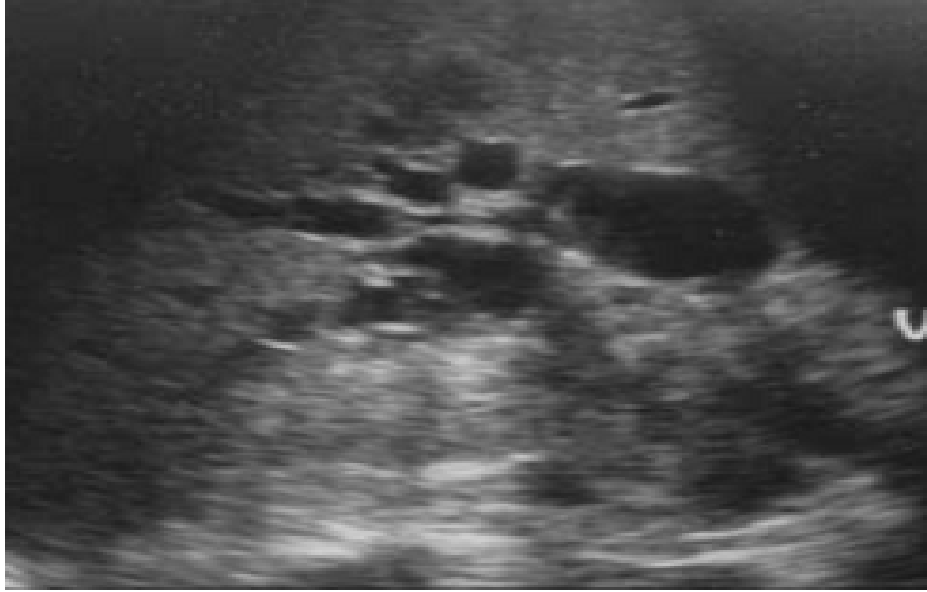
adénocarcinome de la tête du pancréas en échographie ; dilatation de la voie biliaire principale et des voies biliaires intra hépatiques
